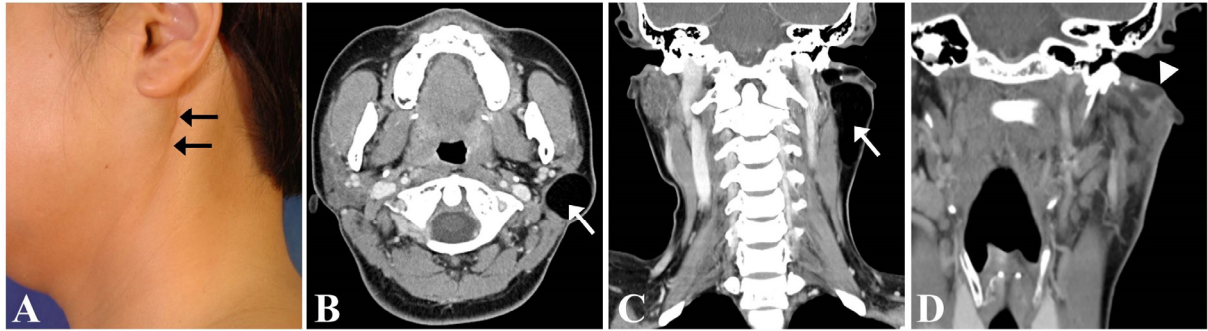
A: The photograph shows diffuse swelling of the left infra-auricular area(black arrows). B and C: Axial and coronal sections of CT scan show a low density lesion below the left external auditory canal, lateral to the sternocleidomastoid muscle, at the first visit(white arrows). D: A low density lesion accompanied by peripheral contrast enhancement below the left external auditory canal was noted in coronal CT scan before the second surgery(white arrow head).
